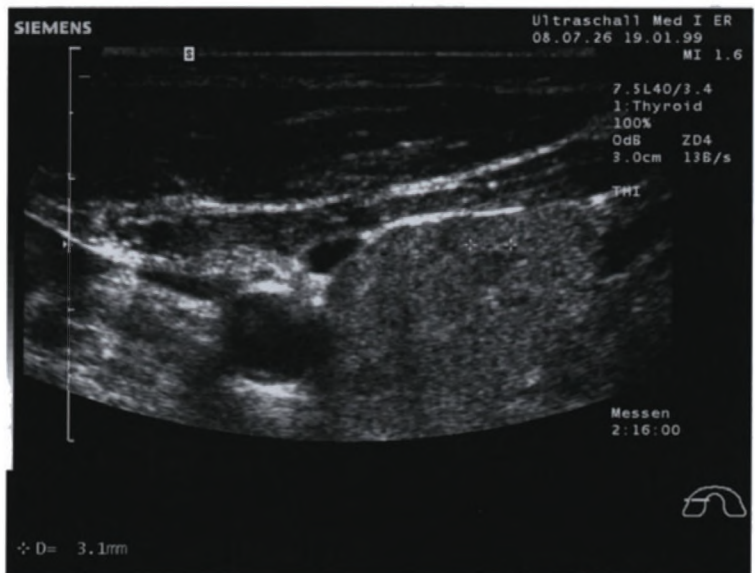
Sehr kleiner echoarmer Knoten, 3 mm im Durchmesser, mit der Sonographie klar erkennbar
